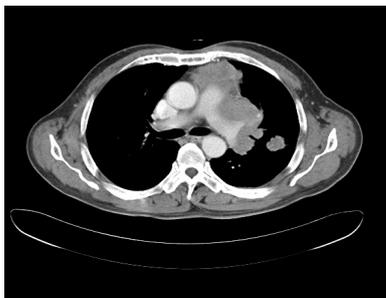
Chest CT shows a mediastinal mass and lung nodule in LUL lingular segment.
